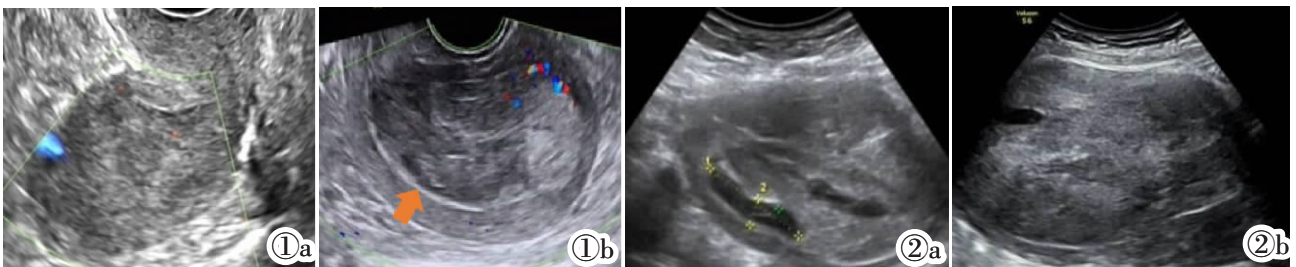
子宫 MMMT 的阴道超声图像。图 1a: 宫腔内疏松的低回声取代了正常的子宫内膜回声。图 1b: 病灶较大时,宫腔内呈疏松的中低回声,内散在无回声区。箭头所示为病灶与正常组织分界处。图 2 子宫 MMMT 经腹部超声: 中低回声相间分布,呈“小梁样”样,内可见“裂隙样”无回声区。
